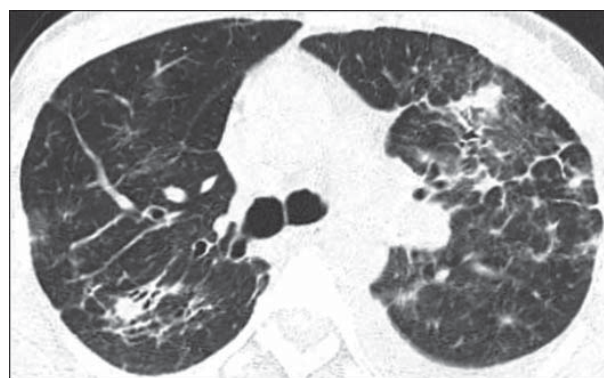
Аксіальний зріз КТ легень на рівні біфуркації трахеї пацієнтки К., 50 років: помірно виражений інтерстиціальний фіброз легень
